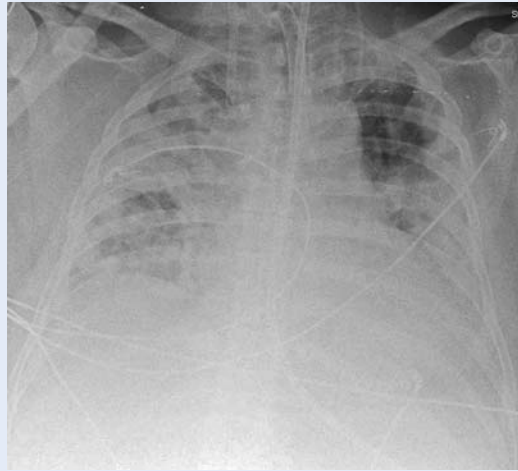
Patient mit schwerer Influenza-Pneumonie. Röntgenbild an Tag 3 nach vv-ECMO-Implantation.
